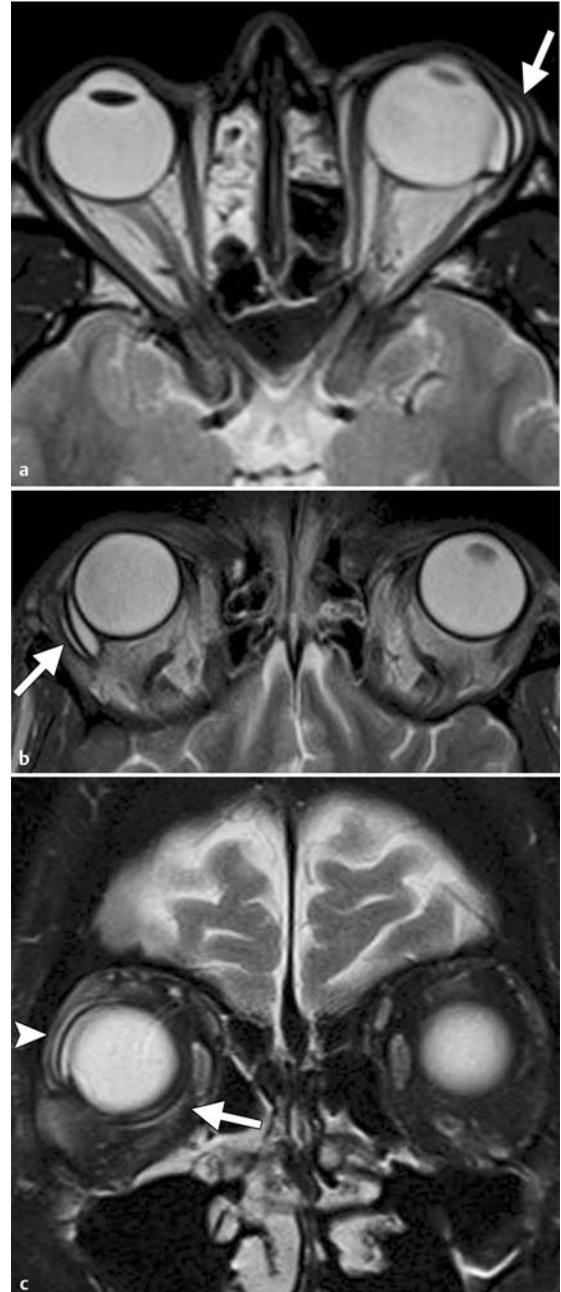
Erscheinungsbild von Glaukomdrainageimplantaten in MRT-Aufnahmen und Variabilität der Größe der Bläschen bei 3 Patienten. a, b Axiale T2w MRT-Aufnahmen von 2 Patienten mit Baerveldt-Implantat (a, Pfeil) bzw. Ahmed-Ventil (b, Pfeil). Die Basisplatten der Glaukomdrainageimplantate sind als dünne, kurvilineare hypointense Strukturen zwischen auffälligen dünnwandigen Flüssigkeitsansammlungen zu sehen, die Bläschen repräsentieren. Wenn die Glaukomdrainageimplantate nicht erkannt werden, können die Bläschen als zystische Massen fehlinterpretiert werden. c Koronare T2w MRT-Aufnahme eines 3. Patienten mit 2 Baerveldt-Implantaten in der rechten Orbita. Das inferonasal lokalisierte Glaukomdrainageimplantat (Pfeil) hat ein kleines, kaum wahrnehmbares, das superotemporal gelegene Glaukomdrainageimplantat ein etwas größeres Bläschen (Pfeilspitze).
